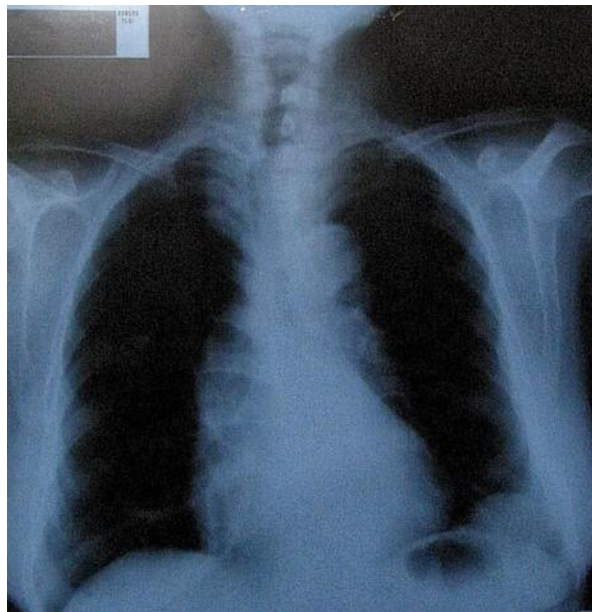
Radiografía estándar de tórax.
